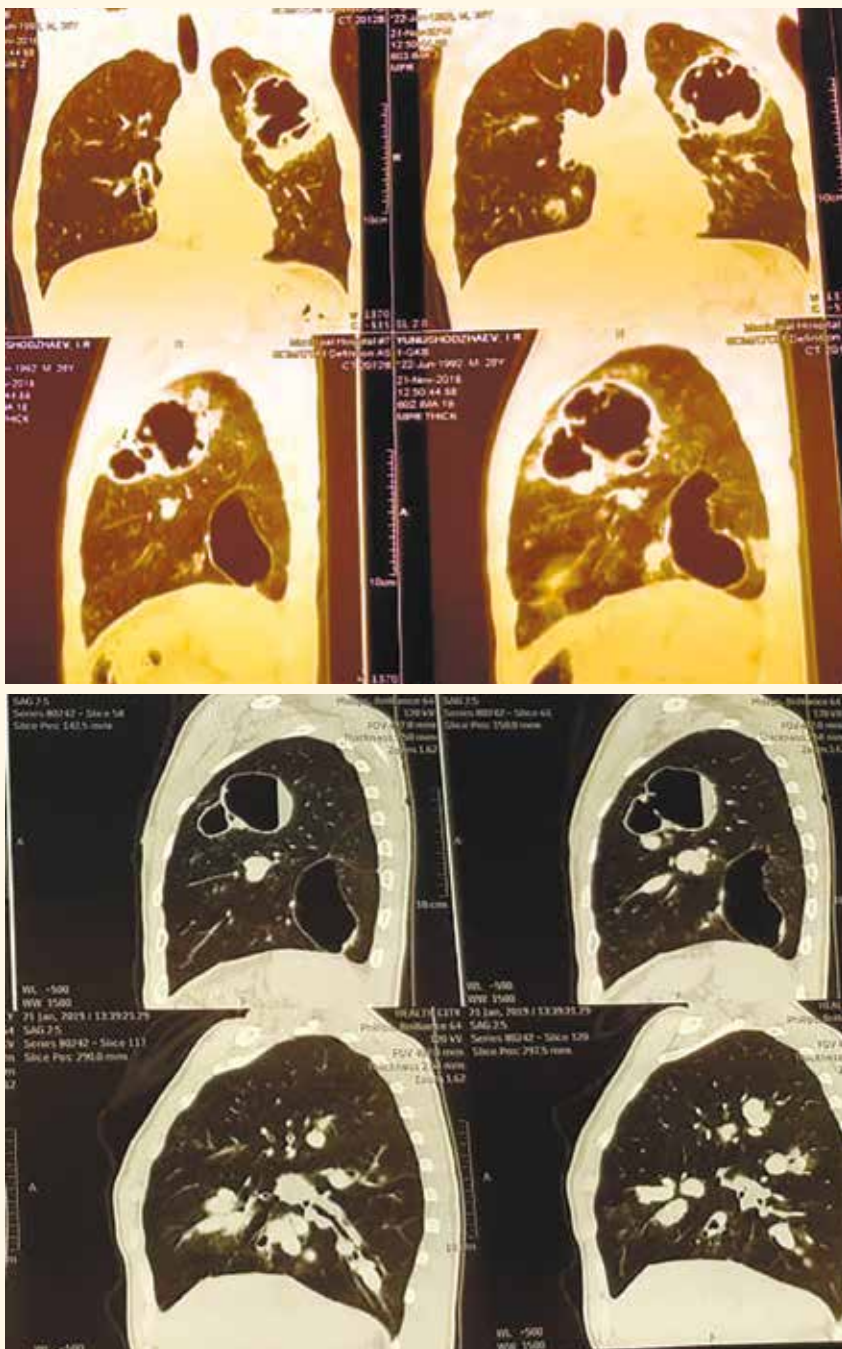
МСКТ ОГК пациента в динамике (снимки слева: дата – ноябрь 2018 года, справа – январь 2019 года)
